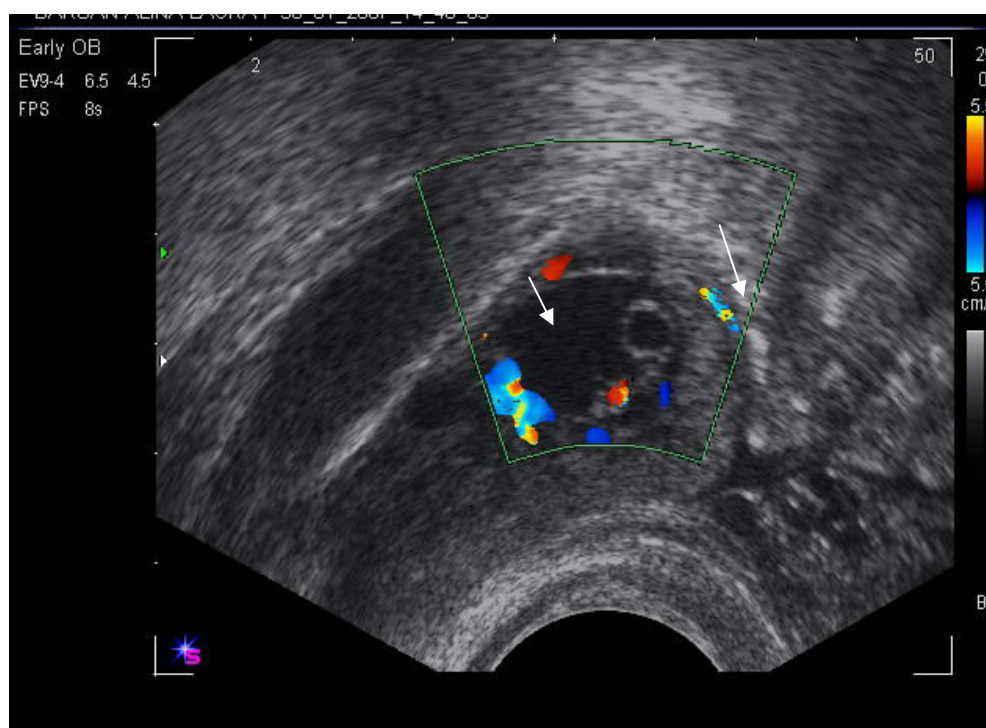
La exam doppler color, embionul din sacul extrauterin are activitate cardiacă (cu săgeată)
